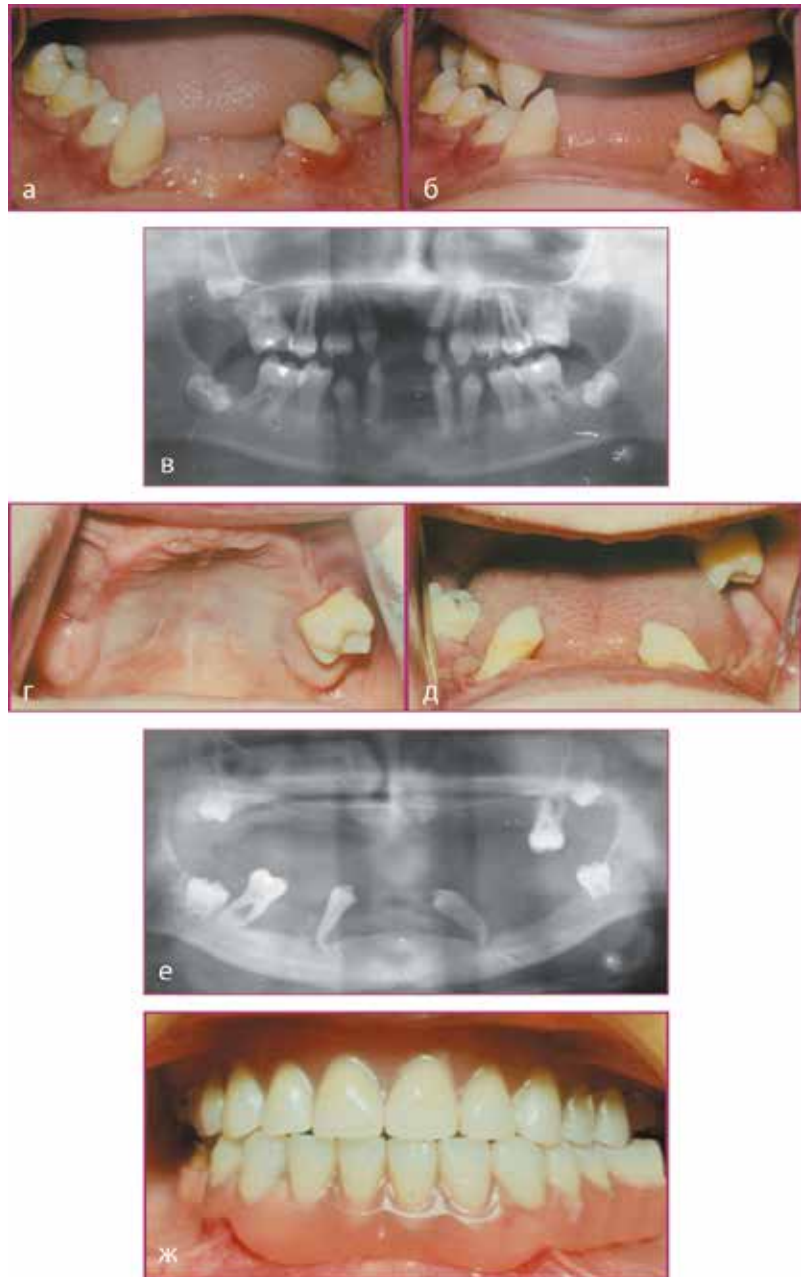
Фото пациента Р-хи В., 12 лет, с синдромом Папийона-Лефевра: в день обращения — состояние зубов на нижней челюсти (а), состояние полости рта (б), ортопантомограмма (в) и через 2 года после зубного протезирования — состояние зубов на верхней челюсти (г), состояние полости рта (д), ортопантомограмма (е), состояние полости рта после удаления всех подвижных зубов с изготовленными полными пластинчатыми зубными протезами
